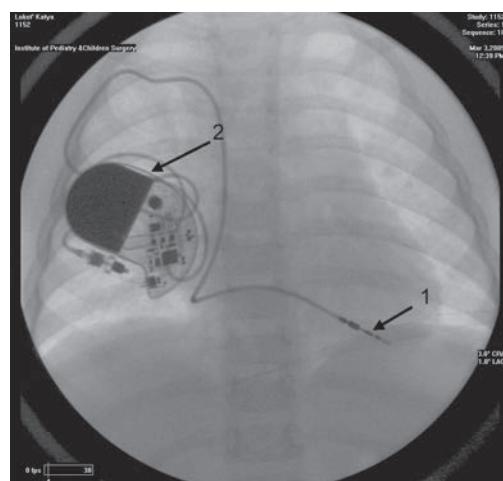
Рентгенограмма грудной клетки ребенка Л. после фиксации эндокардиального электрода (указан стрелкой 1) в области верхушки правого желудочка и имплантации ЭКС в субпекторальную область слева (стрелка 2).
